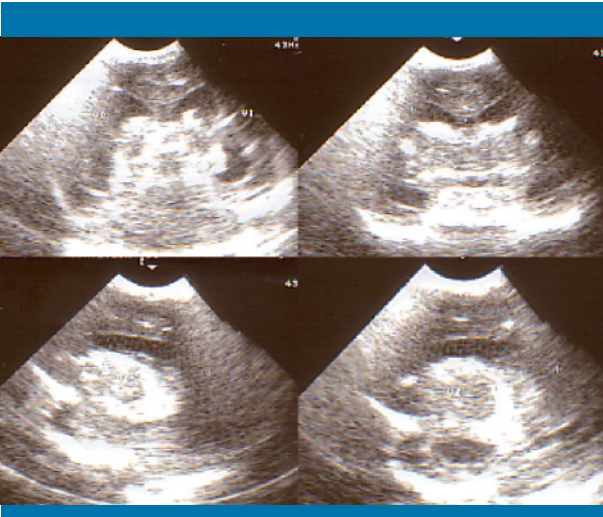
Ecografía transfontanelar. Cortes coronal y sagital. Ventriculomegalia simétrica con hiperecogenicidades diseminadas, fundamentalmente de localización periventricular
